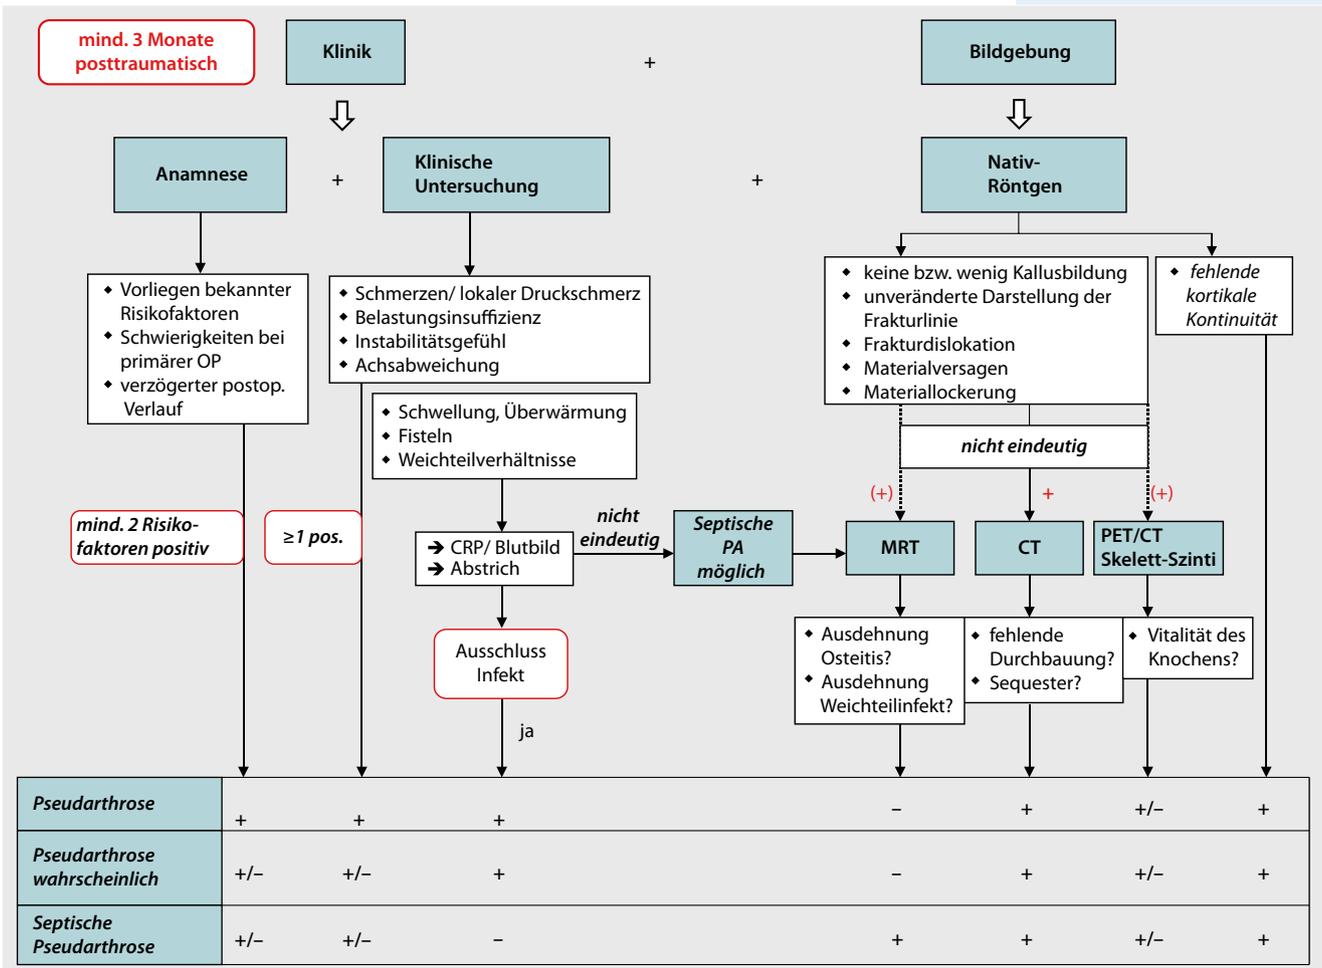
▲ Diagnostik von Pseudarthrosen, CRP C-reaktives Protein, CT Computertomographie, mind. mindestens, MRT Magnetresonanztomographie, OP Operation, PA Pseudarthrose, PET Positronenemissionstomographie, pos. positiv, postop. postoperativ, Skelett-Szinti Skelettszintigraphie
